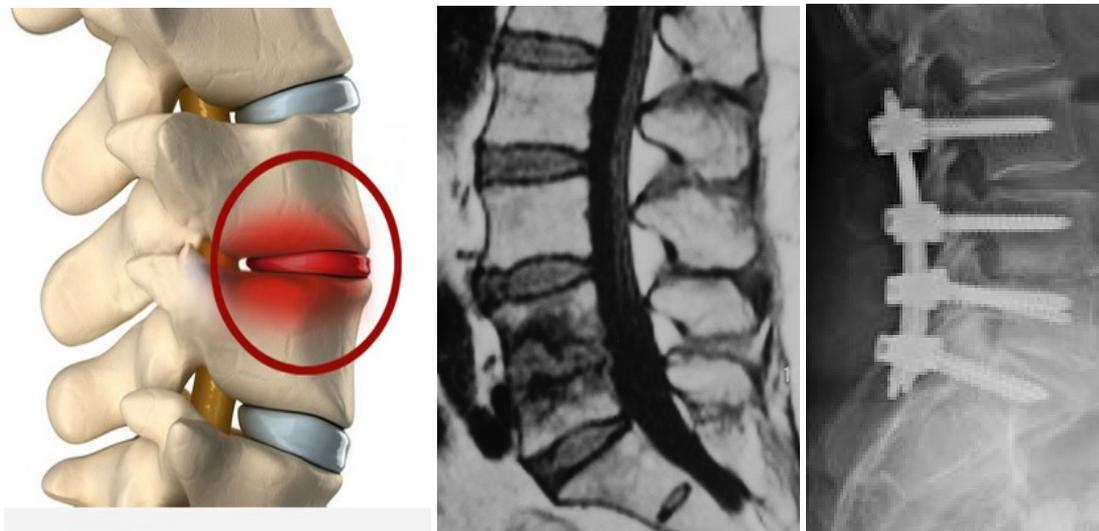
Fortgeschrittene Spondylodiszitis L4-5 und beginnend L3-4 vor (links: MRT Bild) und nach der Operation (recht: minimal invasive schonende Ausräumung/Debridement L4-5 und Stabilisierung durch Fixateur interne L3-S1, alles nur vom hinteren Zugang).
